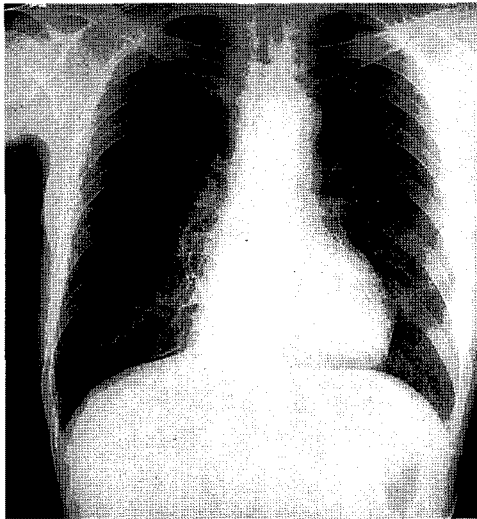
Follow up chest radiography shows complete resolution of bilateral pleural effusion and cyst.
